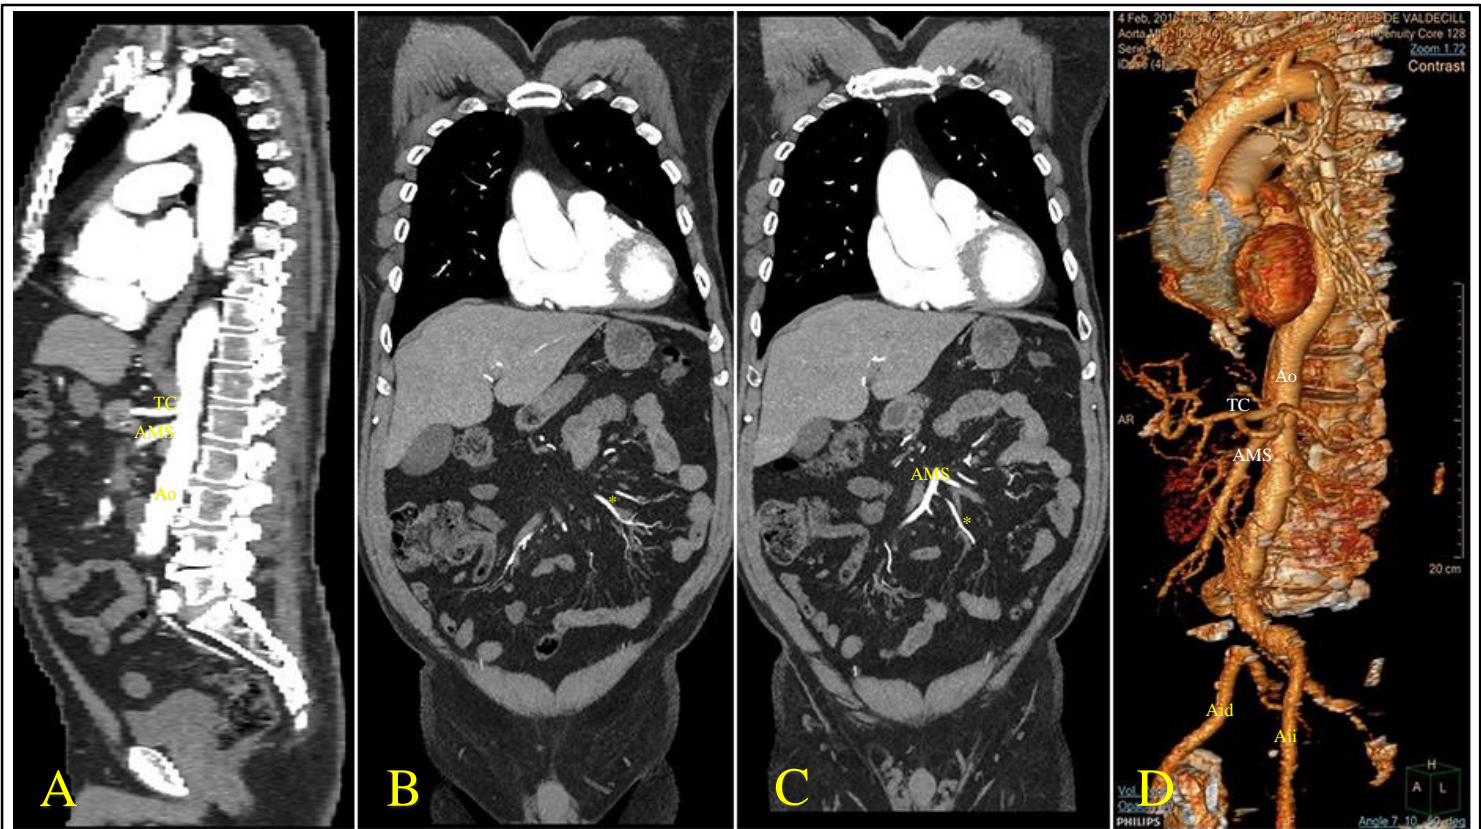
3 cortes de tomografía computarizada tras administración de contraste endovenoso y una reconstrucción computarizada del contraste captado por la vascularización abdominal. Todos ellos del mismo paciente. AMS: arteria mesentérica superior. AMI: arteria mesentérica inferior. Tc: tronco celiaco. Ao: aorta abdominal. Aii: arteria iliaca izquierda. Aid: arteria iliaca derecha. A- Corte sagital donde podemos ver el origen del tronco celiaco y la AMS. B y C- Cortes coronales donde vemos en primer lugar ramos vasculares propios de la irrigación de la AMI. En el tercer corte podemos ver que estos ramos provienen de la AMS. D- Reconstrucción en la que vemos que no se encuentra la AMI. v los ramos propios de ésta provienen de la AMS.
